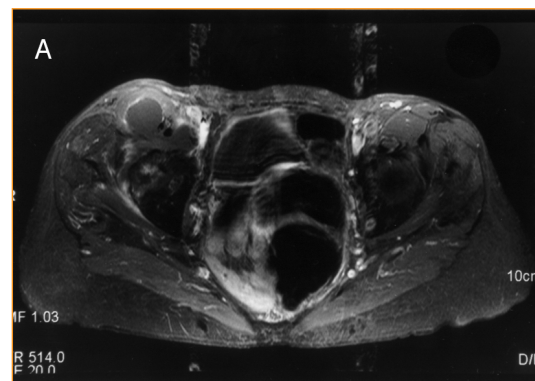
Image en IRM (T1) d'une bursopathie ilio-pectinée droite chez une patiente souffrant d'une coxarthrose destructrice rapide.
